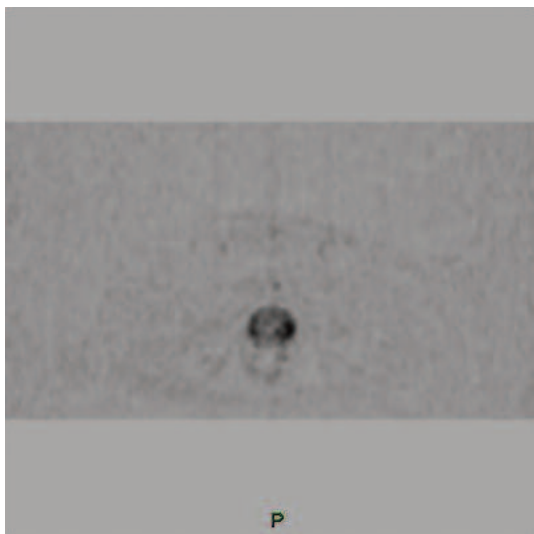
Immagine DWI assiale. Restrizione della diffusività in sede prostatica.
